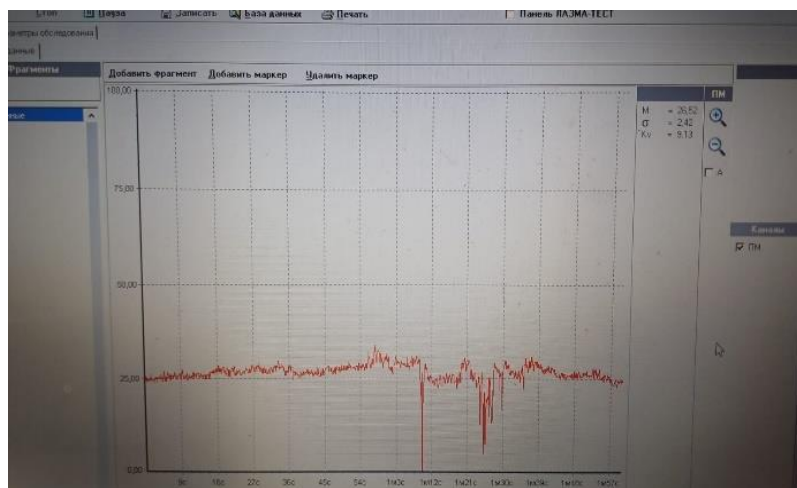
5-е сутки после нанесения травмы, кролик № 2. Анализ лазерной доплеровской флоуметрии: значительное снижение перфузии и вазомоторной активности.
